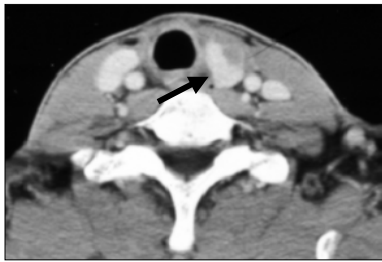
Post-mediastinal neck dissection 6month follow-up neck CT. A lower density mass is seen in left thyroid gland (arrow).
